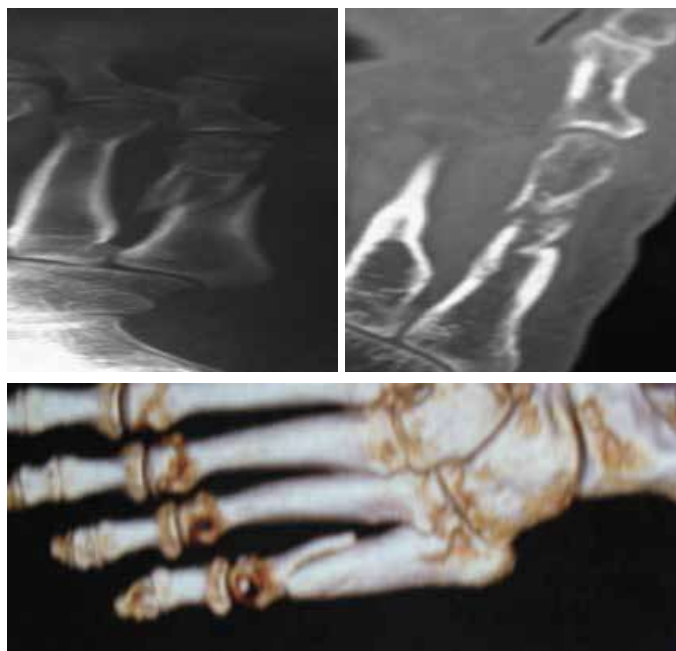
Radiografia em oblíquo do pé direito (A), tomografia computadorizada corte coronal janela óssea (B), e em 3D (C), evidenciando fratura da diáfise do 5º metatarsiano com traço elíptico, sem formação de calo ósseo.
